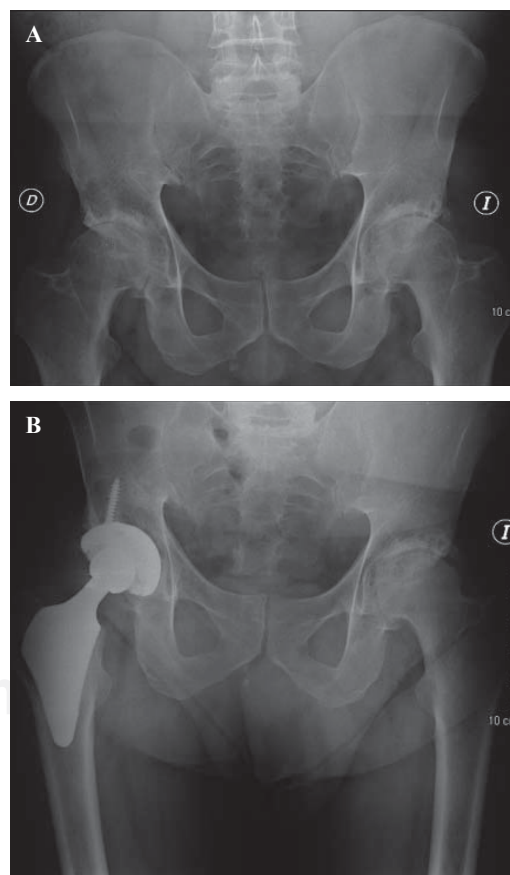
A) Paciente varón de 54 años diagnosticado con coxartrosis de cadera derecha. Radiografía anteroposterior de la cadera. B) Radiografía anteroposterior de la cadera cinco años después de la colocación de un vástago Próxima De-Puy.
